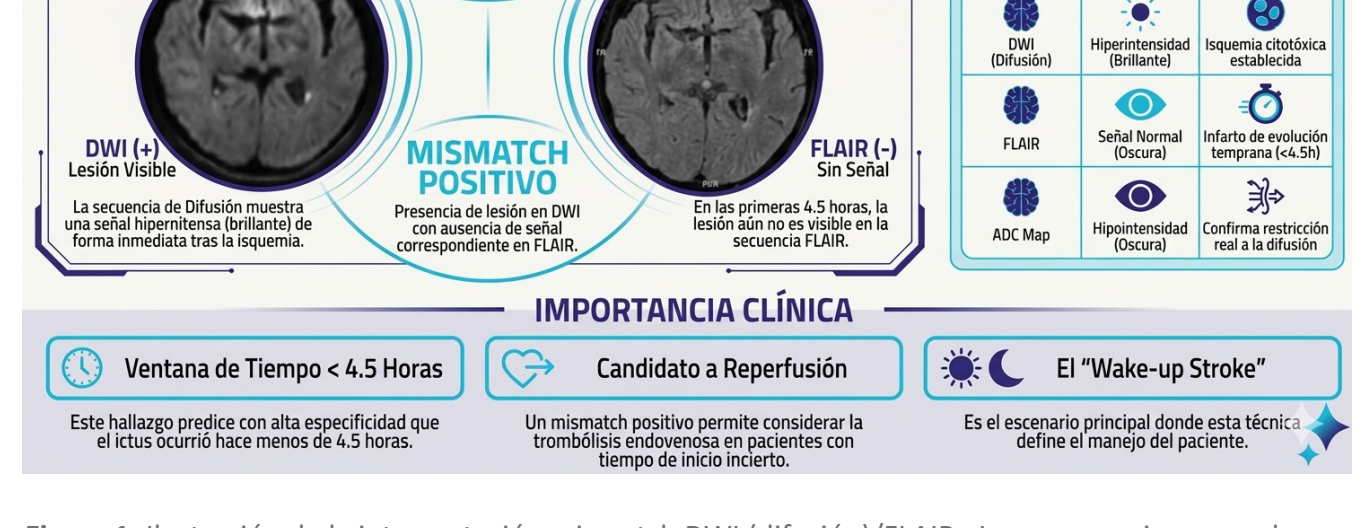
Ilustración de la interpretación mismatch DWI (difusión)/FLAIR. Imagen propia generada con apoyo de la IA [notebooklm], basada en los protocolos del estudio WAKE-UP.
